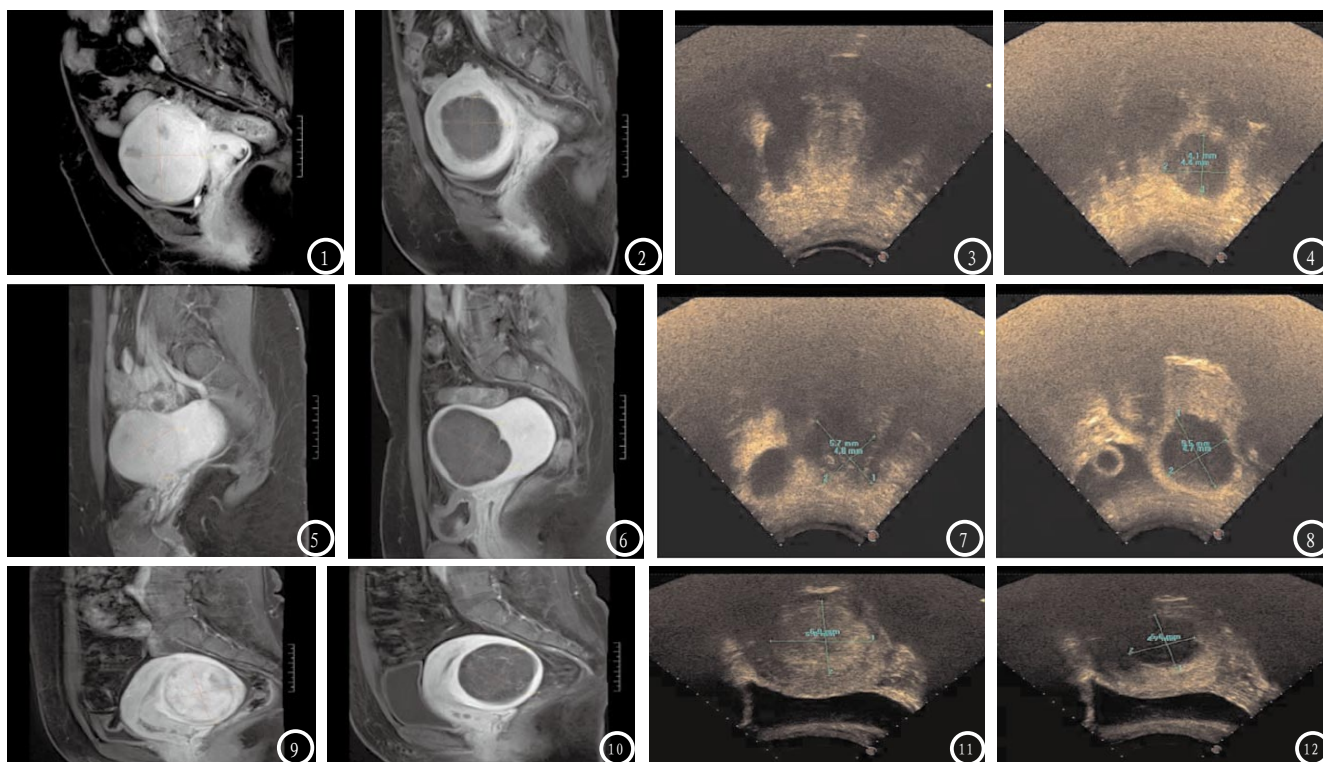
HIFU治疗子宫肌瘤术前、术后增强MRI与超声造影图像对比,显示同一个肌瘤增强MRI评分为3分,超声造影评分为1分,且超声造影测量数据小于增强MRI测得数据。图5-8 HIFU治疗子宫肌瘤术前、术后增强MRI与超声造影图像对比,显示同一个肌瘤增强MRI评分为4分,超声造影评分为2分,且超声造影测量数据小于增强MRI测得数据。图9-12 HIFU治疗子宫肌瘤术前、术后增强MRI与超声造影图像对比,显示同一个肌瘤增强MRI评分为4分,超声造影评分为2分,且超声造影测量数据小于增强MRI测得数据。
